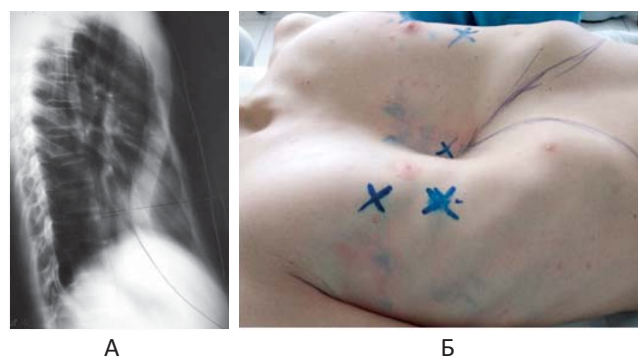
Пацієнт віком 14 років із ЛДГК III ступеня зі спіралеподібною деформацією груднини ліво: А – бокова рентгенографія грудної клітки; Б – перед оперативним втручанням; В – ранній післяопераційний період; Г – через 11 місяців після операції
